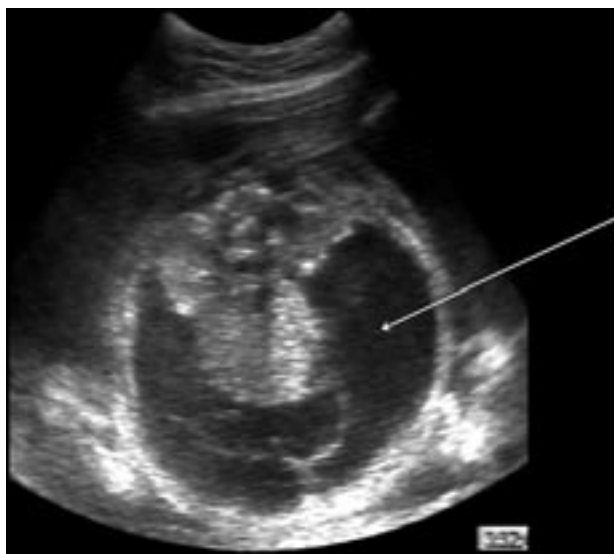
Фрагмент УЗИ плода: выраженный асцит (показан стрелкой) у плода 26 недель с наджелудочковой тахикардией.
